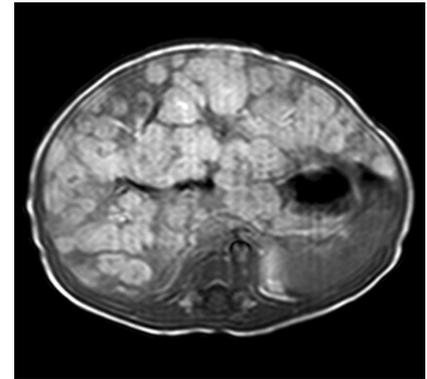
▲ Patientin 3. Im axialen T1-Magnetresonanztomogramm mit Kontrastmittel ist nahezu das gesamte Leberparenchym diffus von kleinzystischen Läsionen durch- und ersetzt
